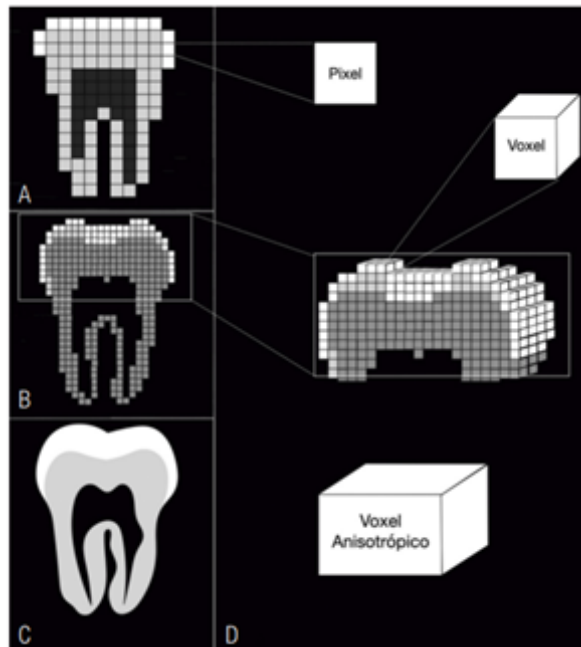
A,B y C representan imágenes bidimensionales con diferentes tamaños de pixels proporcionales a la resolución de la imagen. Diferencia entre pixel, vóxel isotrópico y vóxel anisotrópico. Fuente: Ruiz-Imbert, Ana Cecilia, and Deivi Cascante-Sequeira. "Valores de densidad en la escala de grises en Tomografía Computarizada de Haz Cónico: alcances y limitaciones." *Odovtos-International Journal of Dental Sciences* 23.2 (2022): 52-62. ⁽⁵⁶⁾
